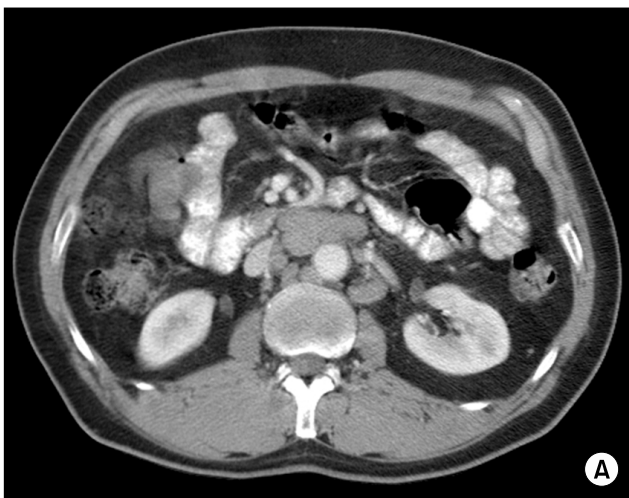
Computed tomography (CT) scan demonstrates multiple enlarged lymph nodes at lymphoma diagnosis (A). Follow-up CT scan shows no evidence of newly developed lesions (B).
